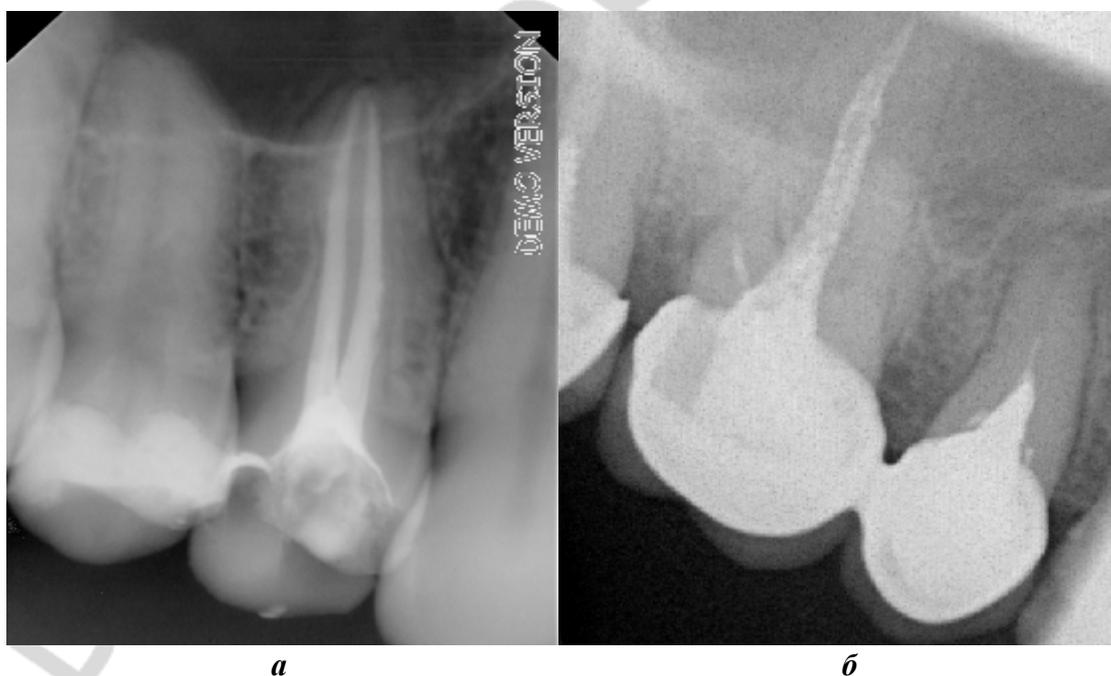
Приемлемые (*а*) и сомнительные (*б*) рентгенологические критерии эндодонтического лечения
